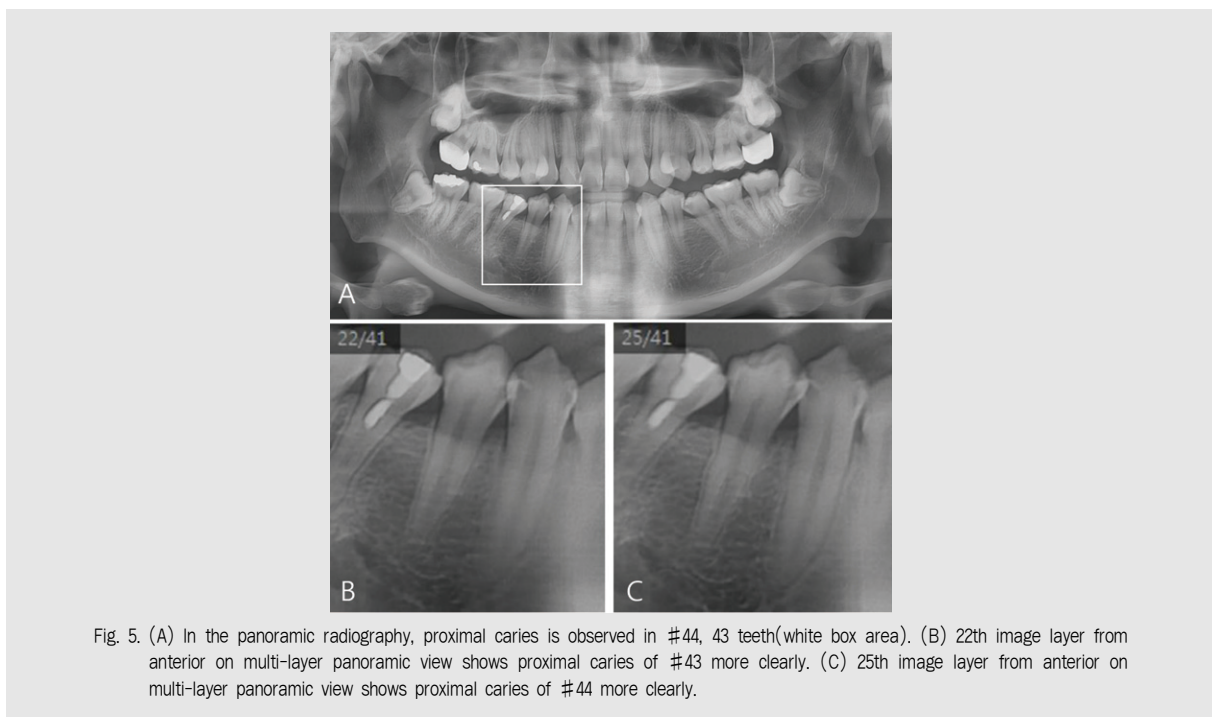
(A) In the panoramic radiography, proximal caries is observed in #44, 43 teeth(white box area). (B) 22th image layer from anterior on multi-layer panoramic view shows proximal caries of #43 more clearly. (C) 25th image layer from anterior on multi-layer panoramic view shows proximal caries of #44 more clearly.
